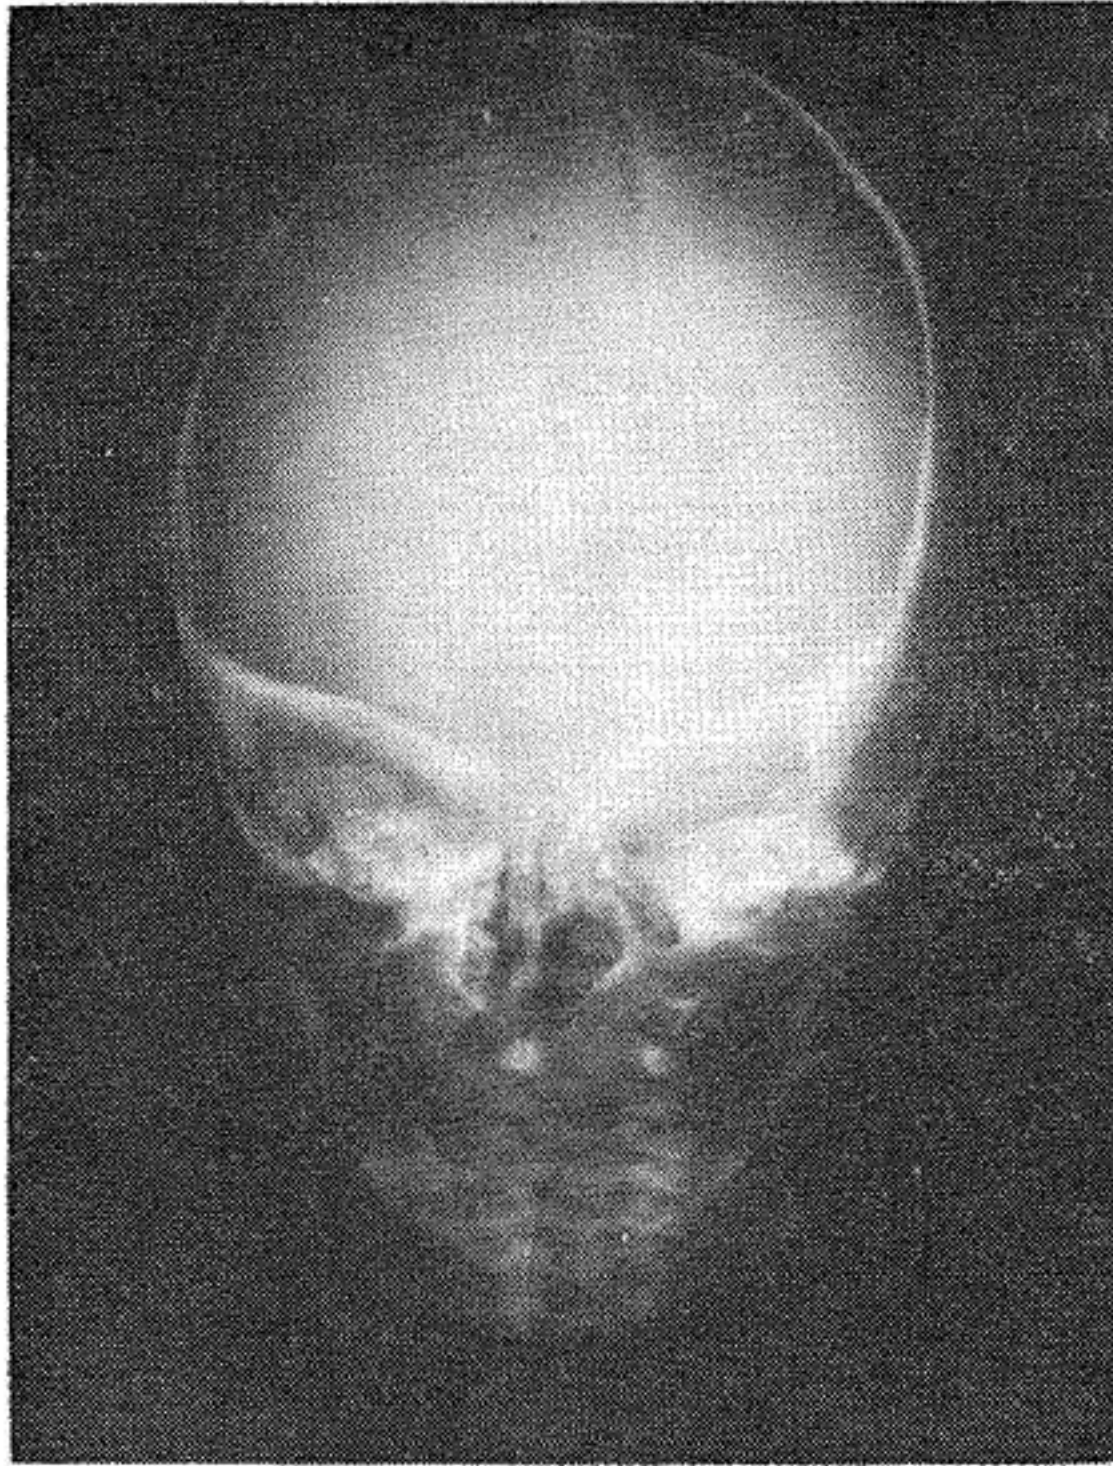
C.R.F. de 6 semanas de edad, que nació con escafocefalia marcada. Nótese en la radiografía anteroposterior la zona de mayor densidad correspondiente a la altura interparietal (Flechas).
